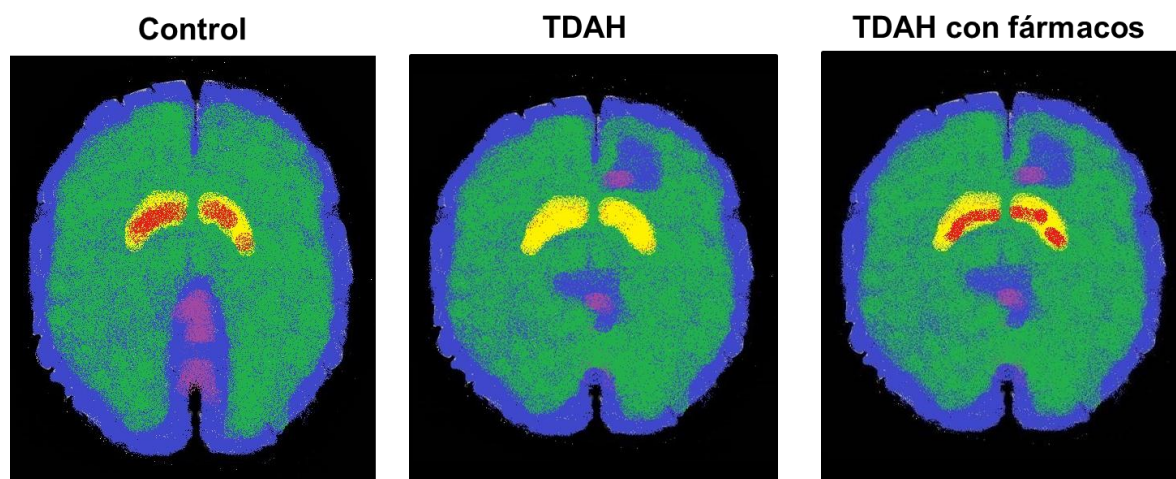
PET de sujetos controles y con TDAH. En la imagen del centro se observa una disminución de la actividad de los transportadores de dopamina, alterando el circuito de regulación que tiene este neurotransmisor sobre el lóbulo frontal. En la imagen derecha se observa un incremento de la actividad de los transportadores de dopamina tras 12 meses de tratamiento farmacológico (Modificado de Wang et al., 2013).
